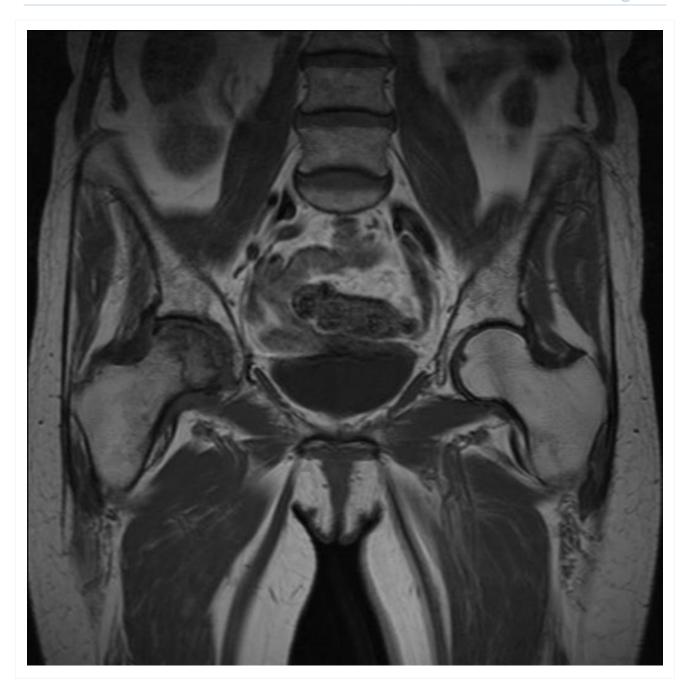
Osteonecrose da cabeça do fêmur direito observada na ressonância nuclear magnética (RNM)
